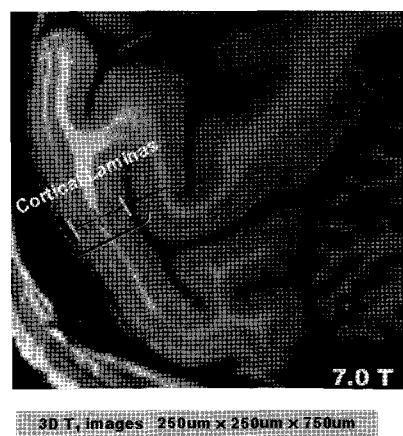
7.0T MRI 스캐너로 얻은 죽은 사람의 뇌의 해부학적 영상. 기존에는 볼 수 없었던 시각 피질의 층구조가 명확히 보인다.
